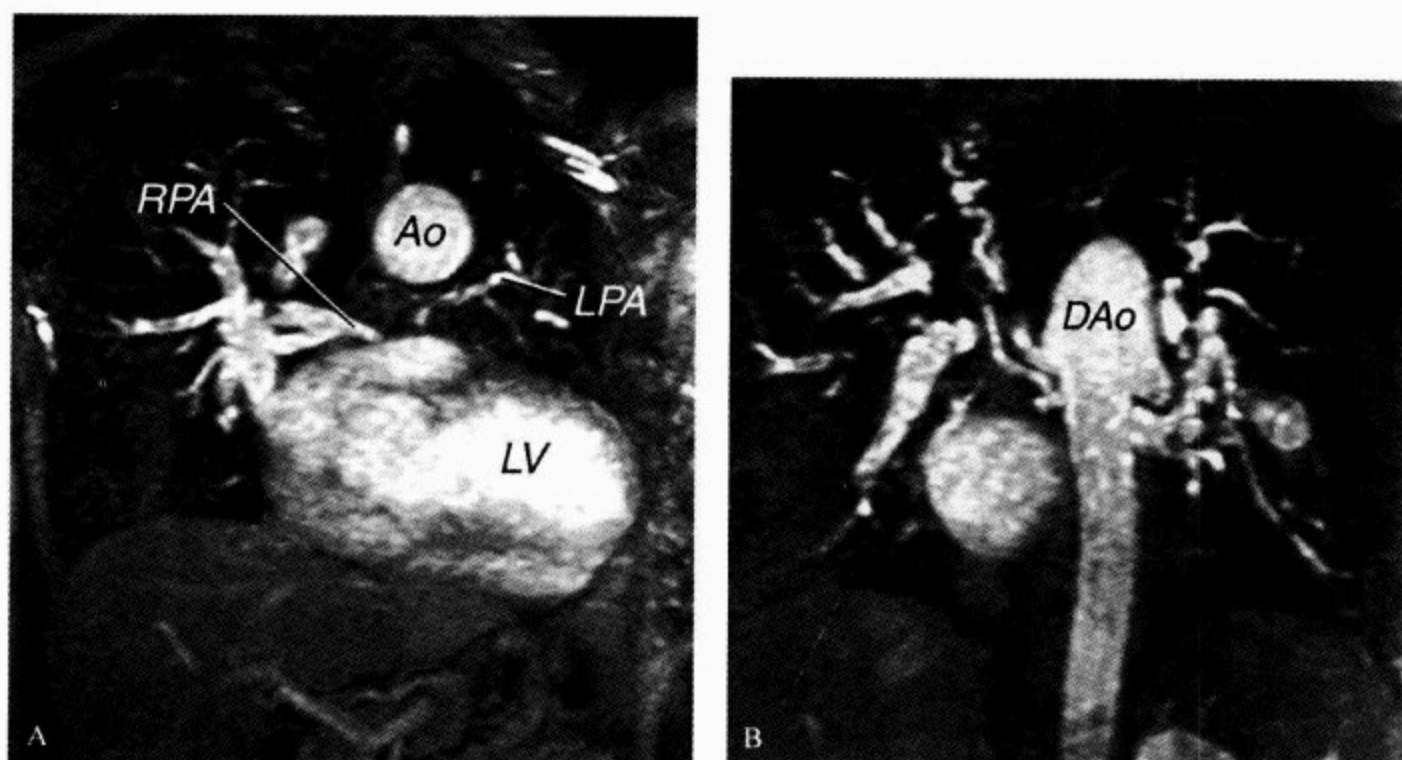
法洛四联症、肺动脉闭锁术前 MRI
